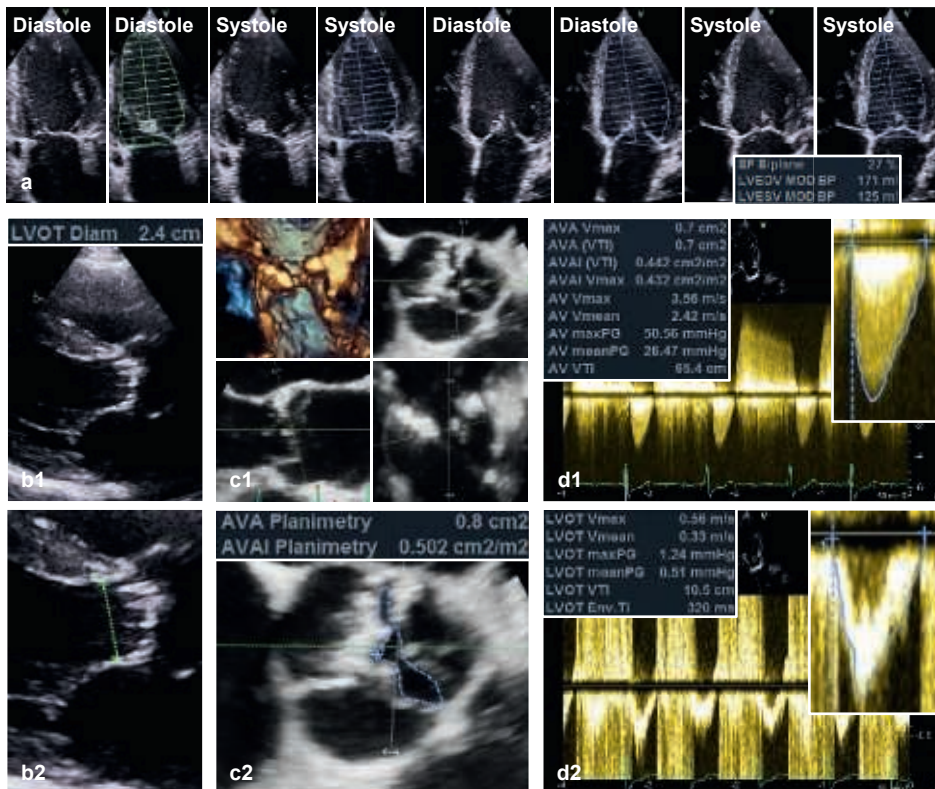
Beispiel einer hochgradigen Aortenklappenstenose bei reduzierter systolischer LV-Funktion (LVEF < 30% und LVSV um 45 ml). Die Bestimmung des LVSV nach der biplanen Simpson Methode ist in der oberen Reihe (a) dargestellt. Links (b1, b2) ist die Messung des LVOT-Durchmessers gezeigt. Daneben ist die multidimensionale Planimetrie der KÖF in der TEE zu sehen (c1, c2). Rechts (d1, d2) sind die zugehörigen dopplerechokardiografischen Dokumentationen und Messungen wiedergegeben. Bei reduzierter systolischer LV Funktion sind die transvalvulären Gradienten in Relation zum Schweregrad der AS erniedrigt.
